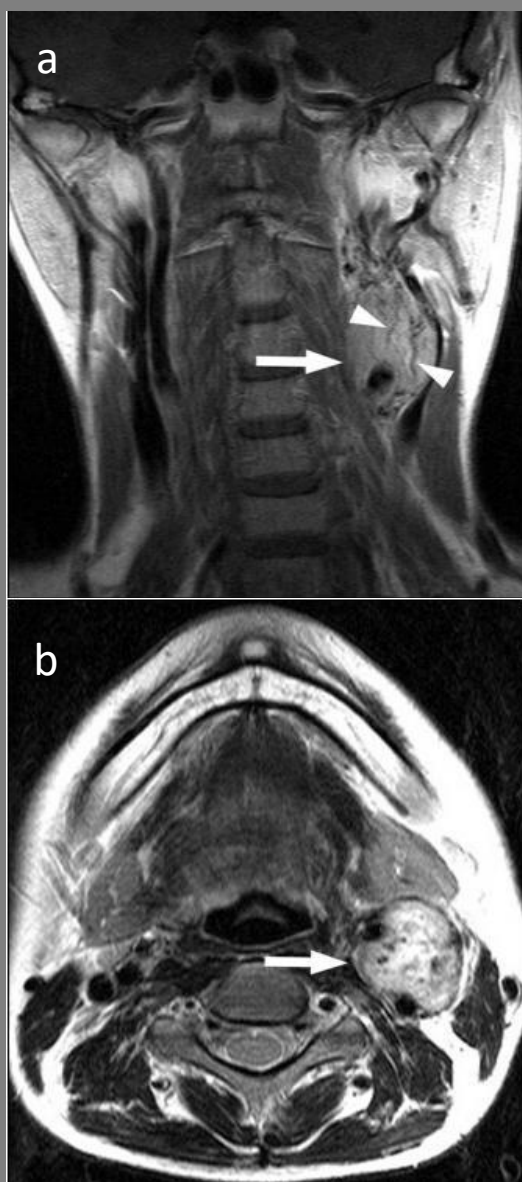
Lesión de comportamiento benigno. RM a) T1 imagen en coronal, muestra formación sólida (flecha) isointenso en la bifurcación carotidea izquierda.
